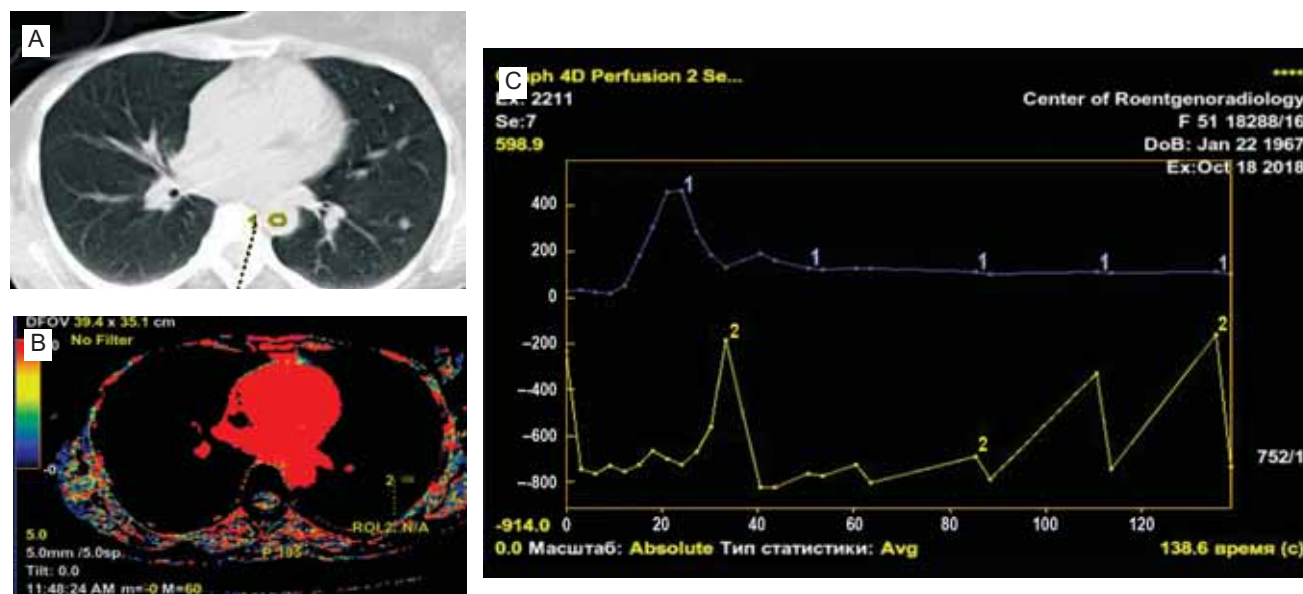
Состояние после удаления рака правой молочной железы: А — компьютерная томография грудной клетки (в С6 левого легкого выявлено очаговое образование, верификация затруднена); В, С — на перфузионной карте: кривые «плотность / время» в аорте и образовании — отсутствие кровотока, неоангиогенеза в очаге. Заключение — хондрогамартома, отсутствие динамики очага в течение 3 лет (собственное наблюдение авторов)
